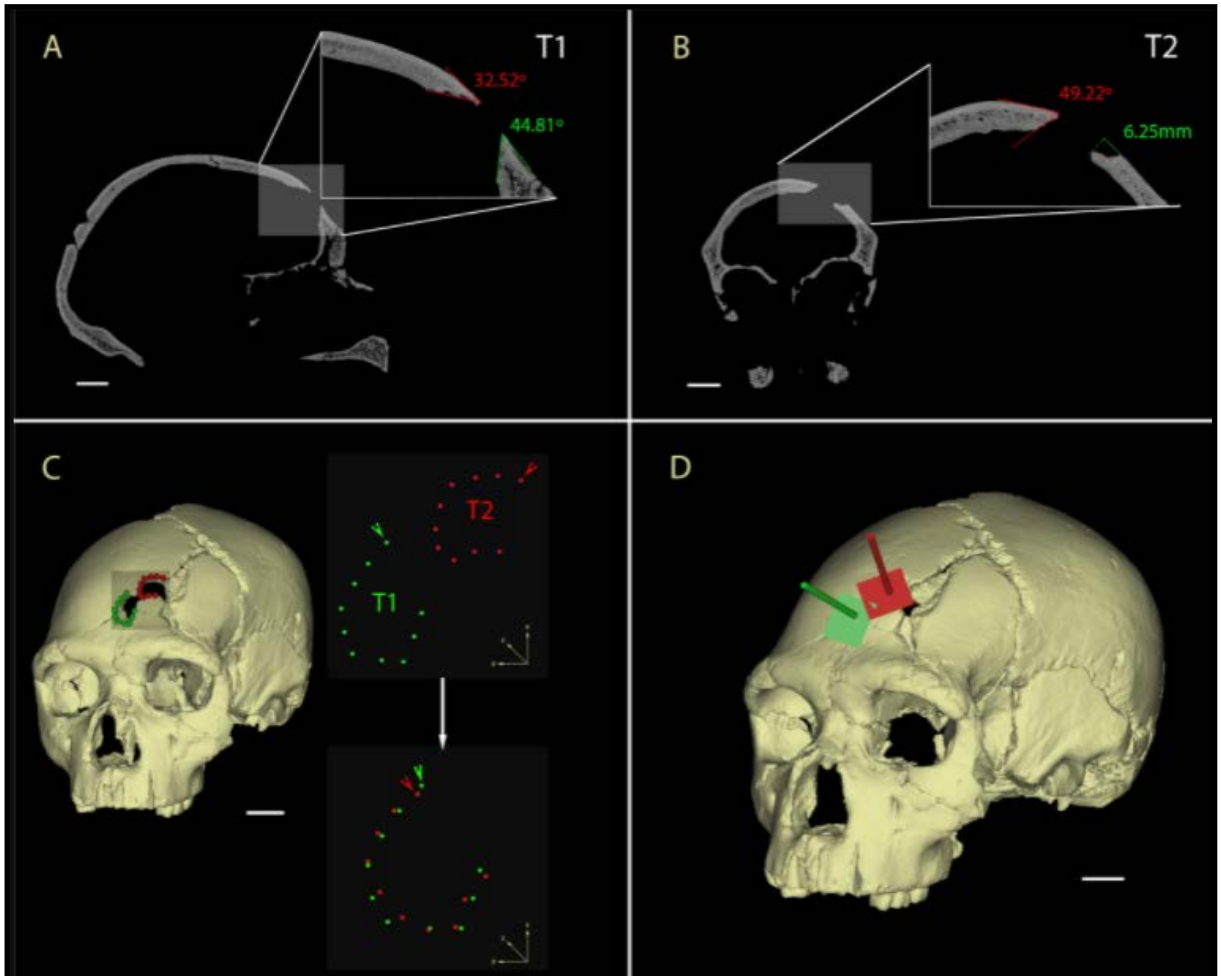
Reconstrucción en 3D del TC del cráneo 17 con mediciones de las fracturas intencionales.
